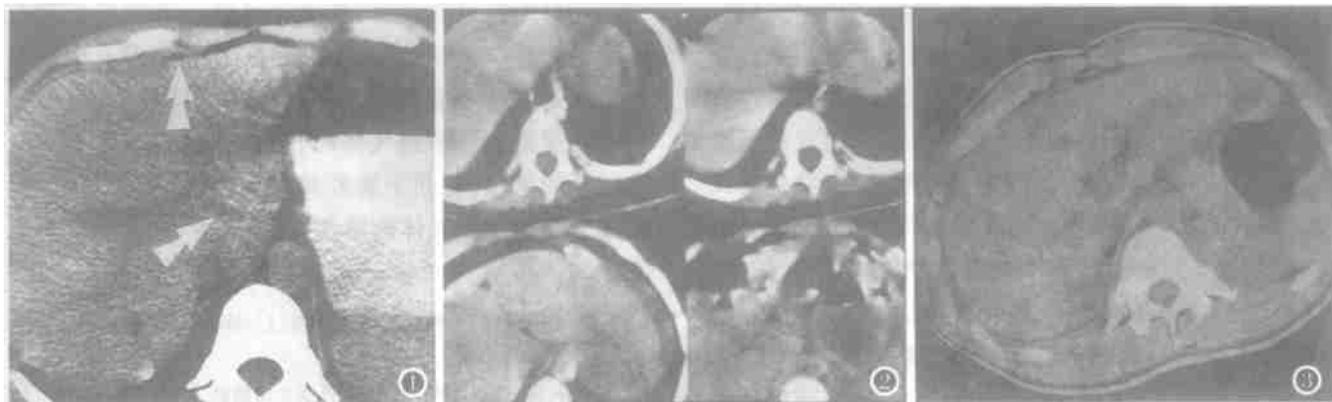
男性,46岁,突发上腹部剧痛半小时。临床检查:板状腹,拒按。CT平扫显示肝前缘膈下及肝门处游离气体影(箭头)。手术证实胃窦前壁穿孔,大小为6mm。图2 男性,31岁,突发上腹部剧痛2小时。临床检查:板状腹,上腹部压痛、反跳痛明显。CT平扫显示肝裂、左膈缘下、网膜囊处多个游离气泡影,左膈下有少量积液。手术证实胃窦后壁穿孔,大小为10mm。图3 男性,28岁,突发上腹
